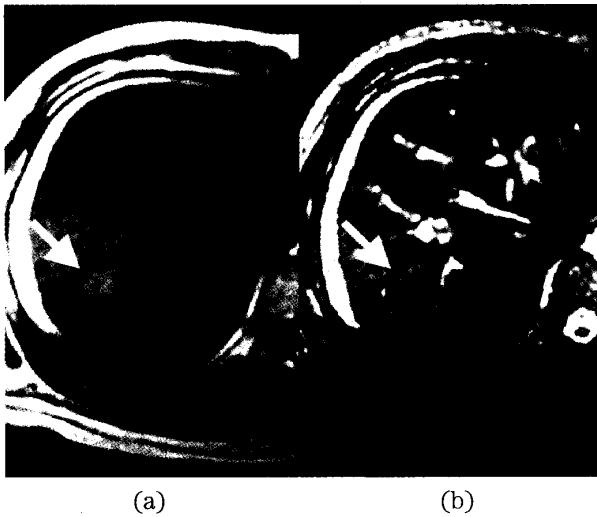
Case 1. Well-differentiated HCC. (a) T1-weighted image shows a high intensity nodule in S8 (arrow). (b) T2-weighted image shows the same lesion as low intensity (arrow).
